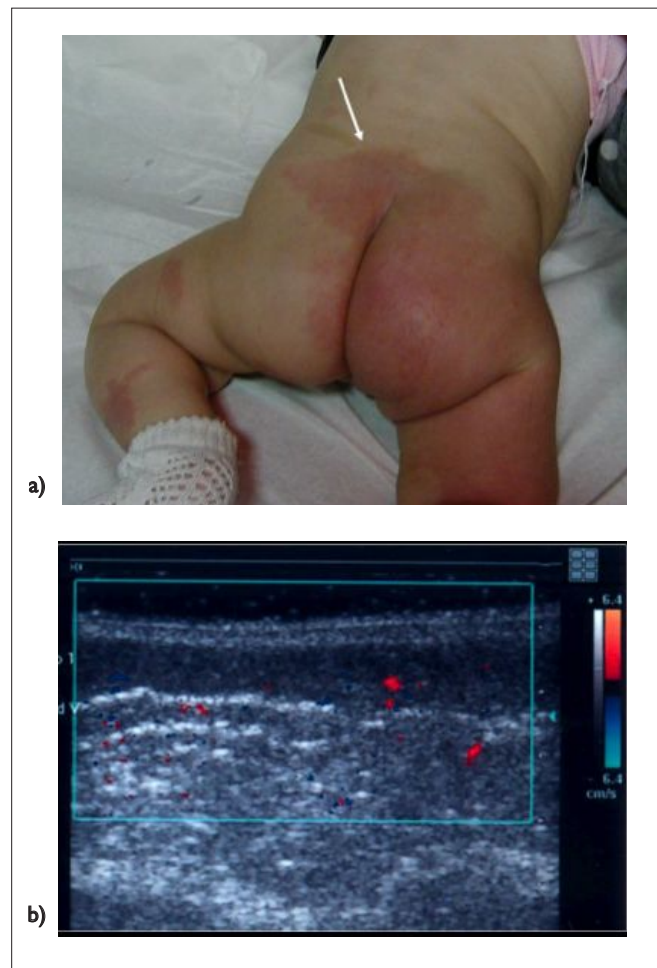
Malformación vascular de tipo capilar (*nevus flammeus*). a) Aspecto clínico de la lesión, con compromiso de la región glútea y de la extremidad inferior derecha. b) La US Doppler-color no muestra alteraciones de las partes blandas superficiales y, en especial, no se demuestran estructuras vasculares anormales.
